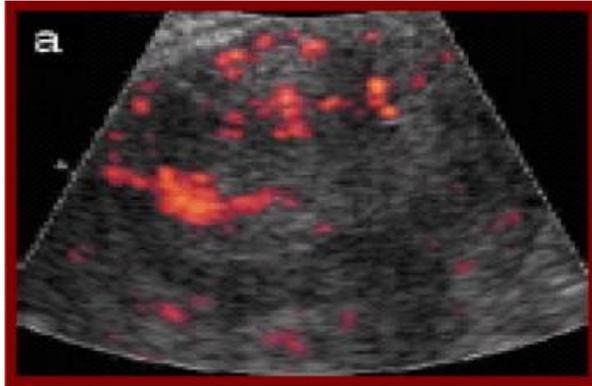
Imagen ecográfica con power Doppler de la vascularización en una hiperplasia endometrial.
